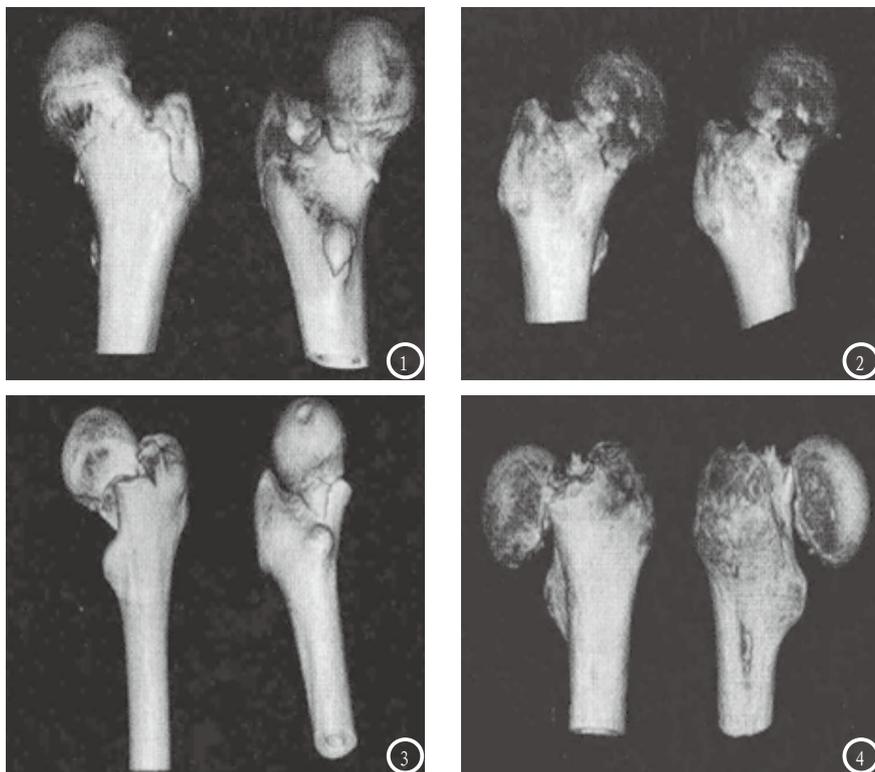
4为股骨颈骨折CT分型图像, 图1为Garden I型, 不完全骨折; 图2为II型, 完全骨折, 无移位; 图3为III型, 完全骨折, 部分移位, 骨折线不规则, 近远端相互嵌插; 图4为IV型, 完全骨折, 完全移位。
